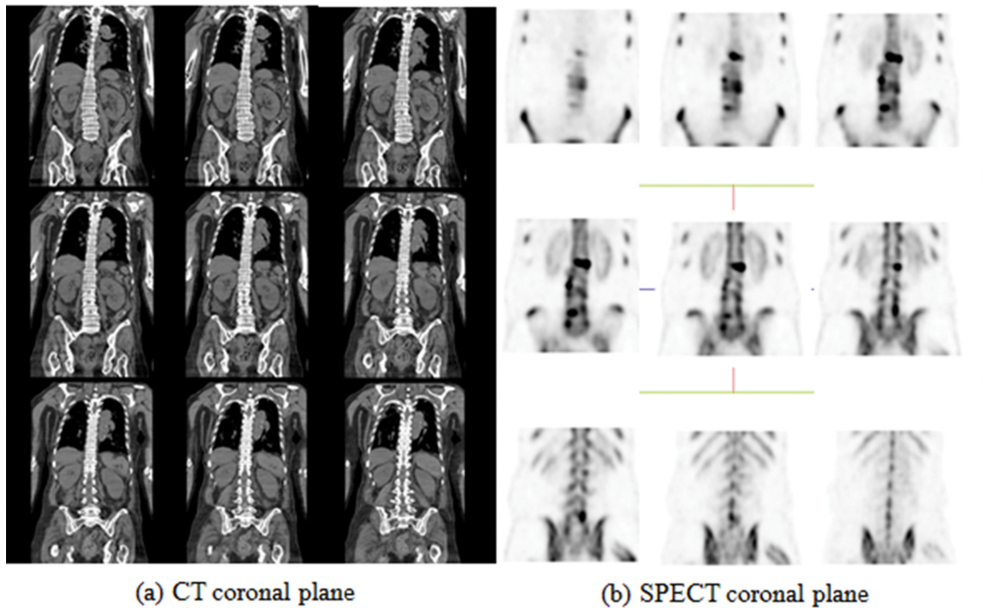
(Color online) CT vs SPECT image.
